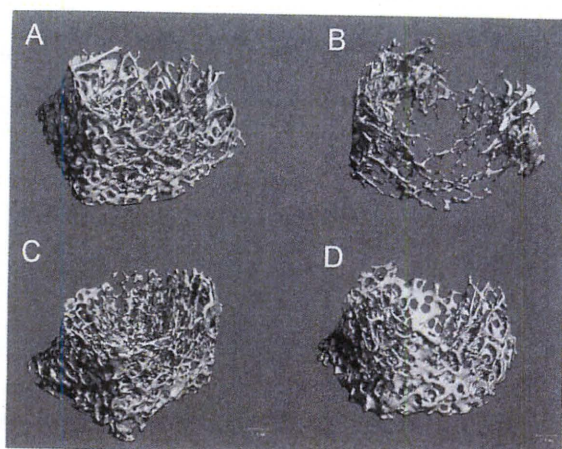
カニクイザル大腿骨遠位部海綿骨マイクロCT画像
